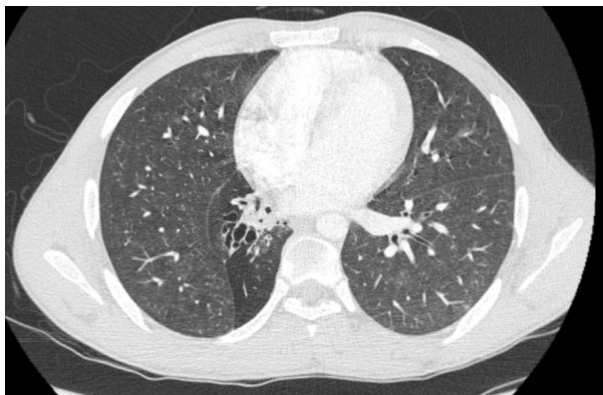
Tomografía computarizada de alta resolución en paciente con patrón miliar (numerosos nódulos de 2 mm y engrosamiento septal difuso a través de todo el pulmón).
